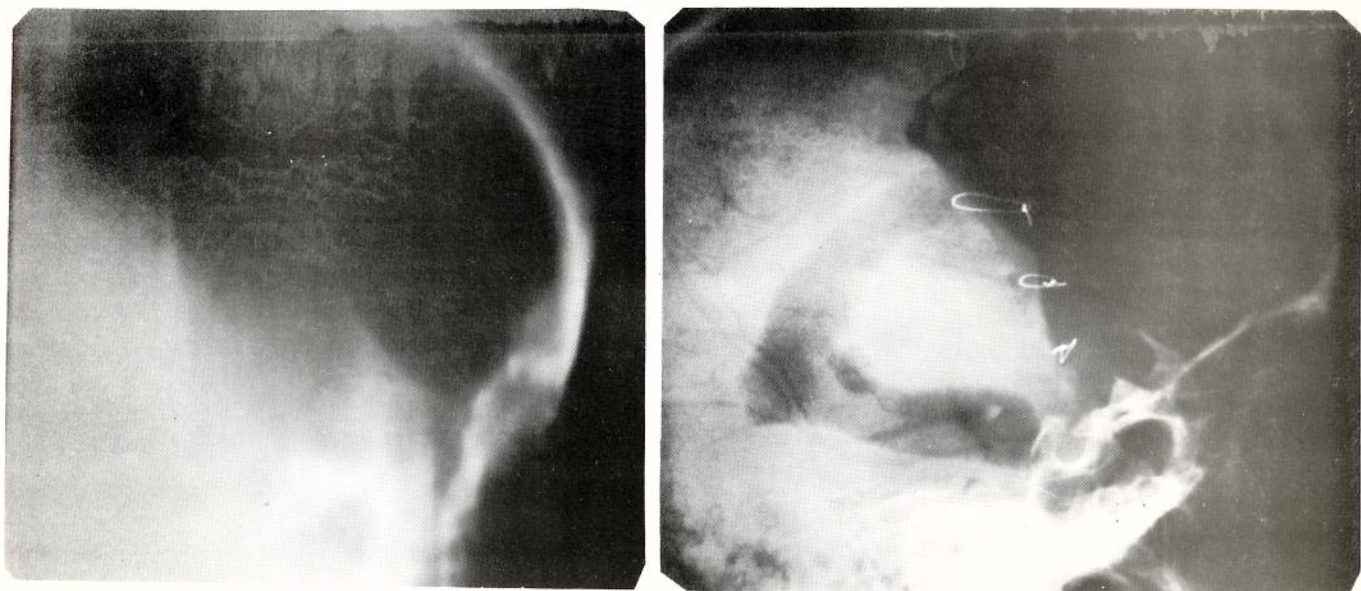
Caso nº 2- Pneumocéfalo frontal na radiografia simples de crânio. Comunicação com células etmoidais evidenciada na planigrafia.
